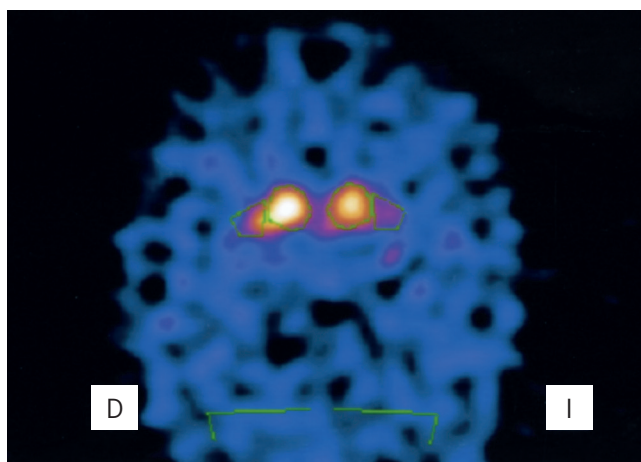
SPECT cerebral con DaTSCAN que presenta hipocaptación del trazador en el putamen izquierdo
